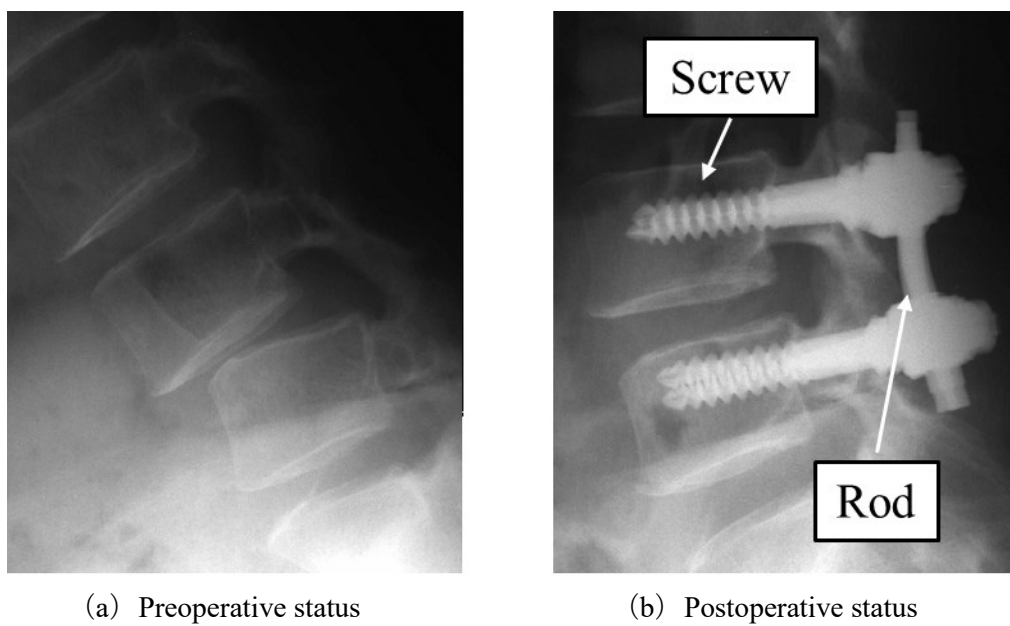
X-ray photograph of spinal fusion with PS
